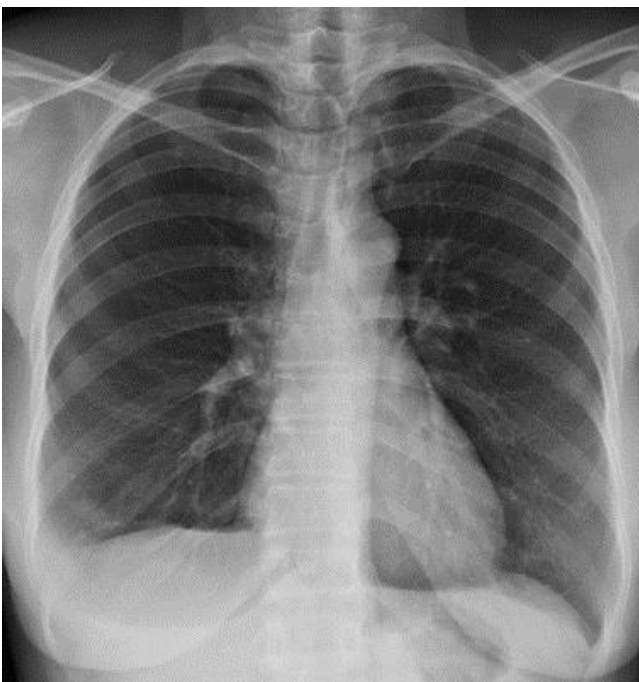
Radiographie thoracique de face de Mme SA, montrant un épanchement pleural liquidien droit.
